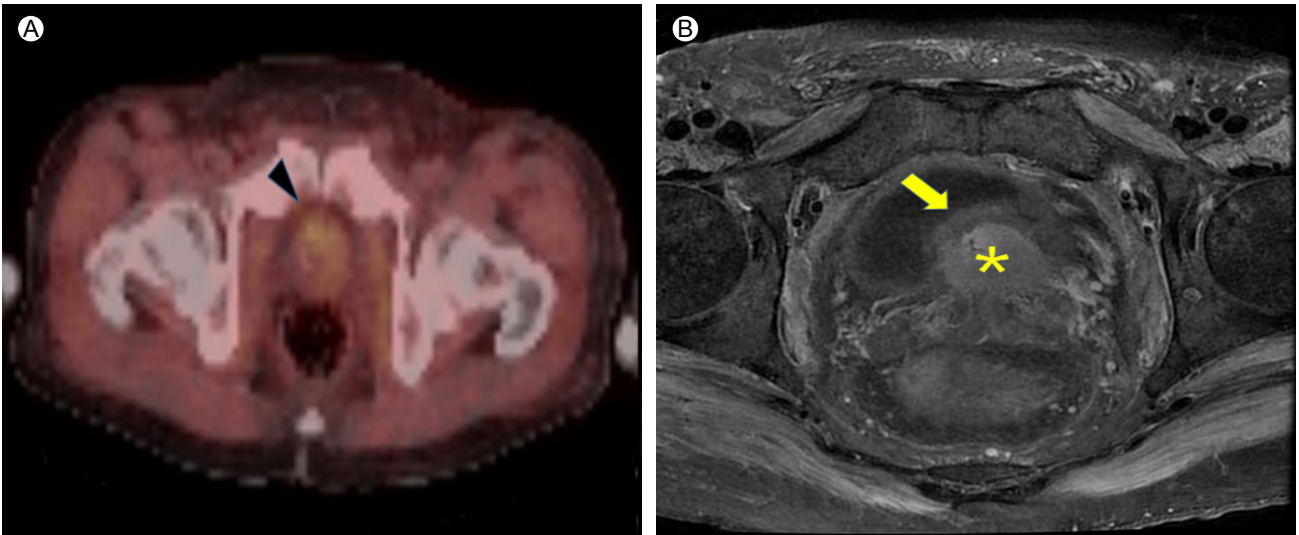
(A) Positron emission tomography scan shows focal 18F-fluorodeoxyglucose uptake (arrowhead) in the prostate (standardized uptake value max, 3.6). (B) Magnetic resonance image of the prostate. T1-weighted image with gadolinium enhancement shows a bulging mass lesion of the prostate (asterisk) invading the bladder (arrow).
